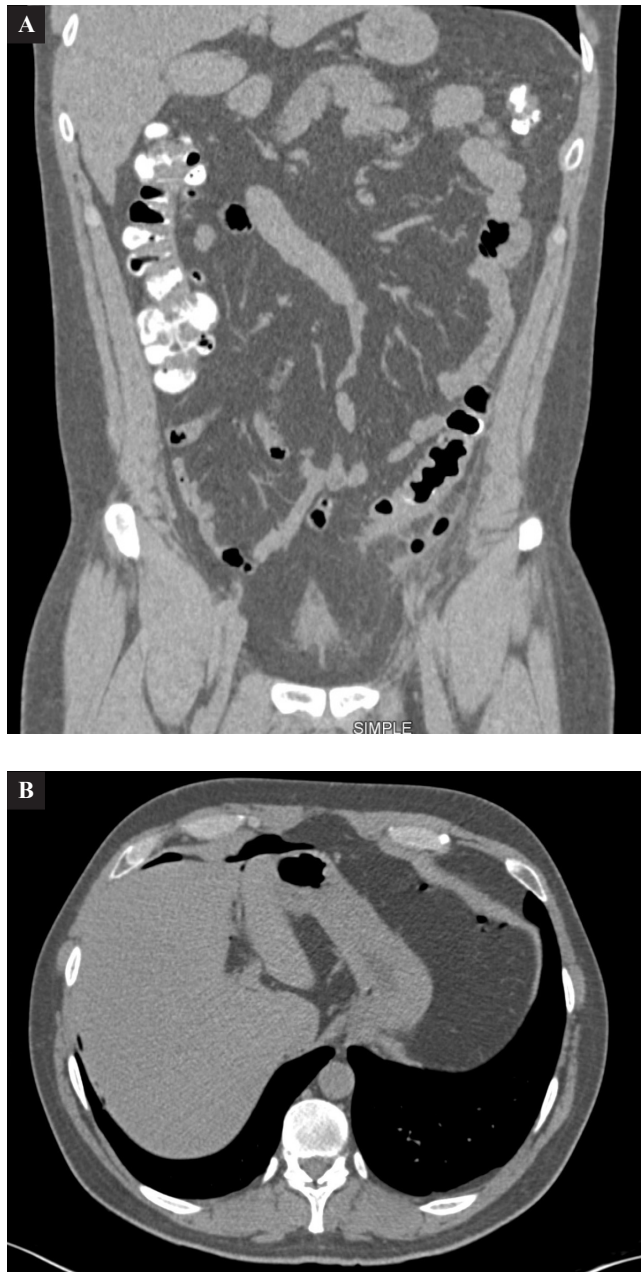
Tomografía del día 8 de diciembre de 2022. Cortes axiales y coroneles.
